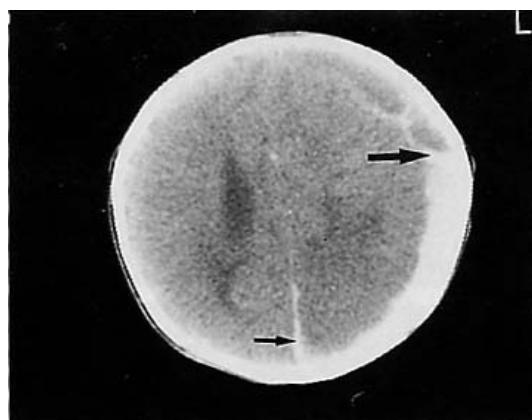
A 46-day-old male infant with vomiting and hematuria. Precontrast CT scan shows a large amount of left subdural hemorrhage with fluid-fluid level(large arrow) along the left cerebral convexity. Small amount of posterior interhemispheric subdural hematoma(small arrow) is also noted. Hypodense left posterior parietal lobe is seen due to cerebral edema. Ipsilateral left lateral ventricular compression and contralateral right ventricular dilatation are noted.
